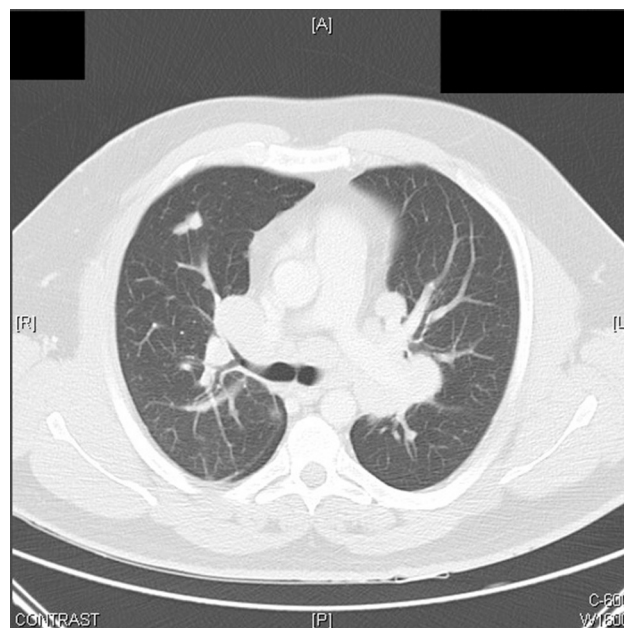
Múltiples nódulos en mediastino y ambos hilos en disposición en conglomerado y en fosa supraclavicular izquierda así como afectación pulmonar nodular en corte transversal de TAC de alta resolución.
